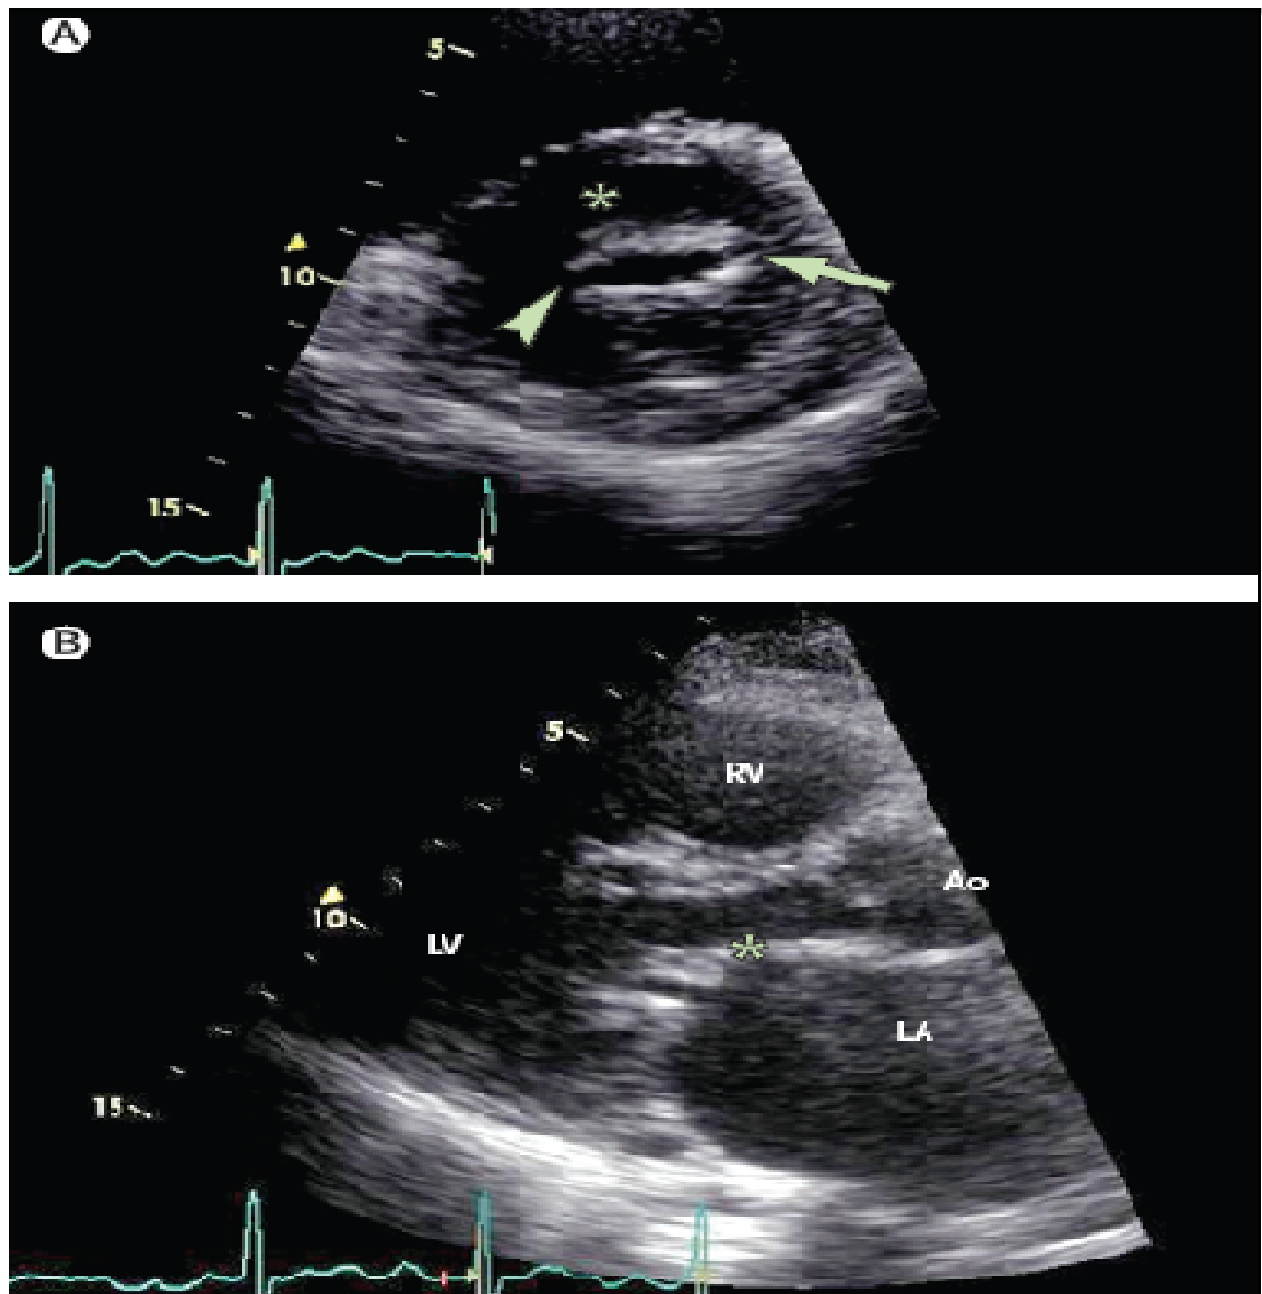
Transthoracic echocardiography of symptomatic rheumatic mitral stenosis
